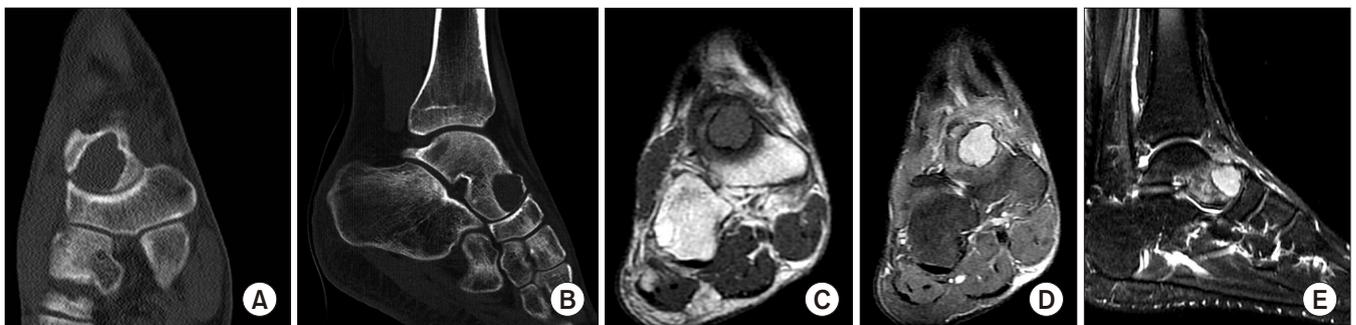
Preoperative computed tomographic images (A, B) show well margined bony cyst with a preserved articular cartilage at talo-navicular joint. A low on T1-weighted coronal image (C), high signal intensity on T2-weighted coronal image (D), and T2-weighted sagittal image (E) on magnetic resonance imaging were shown.
